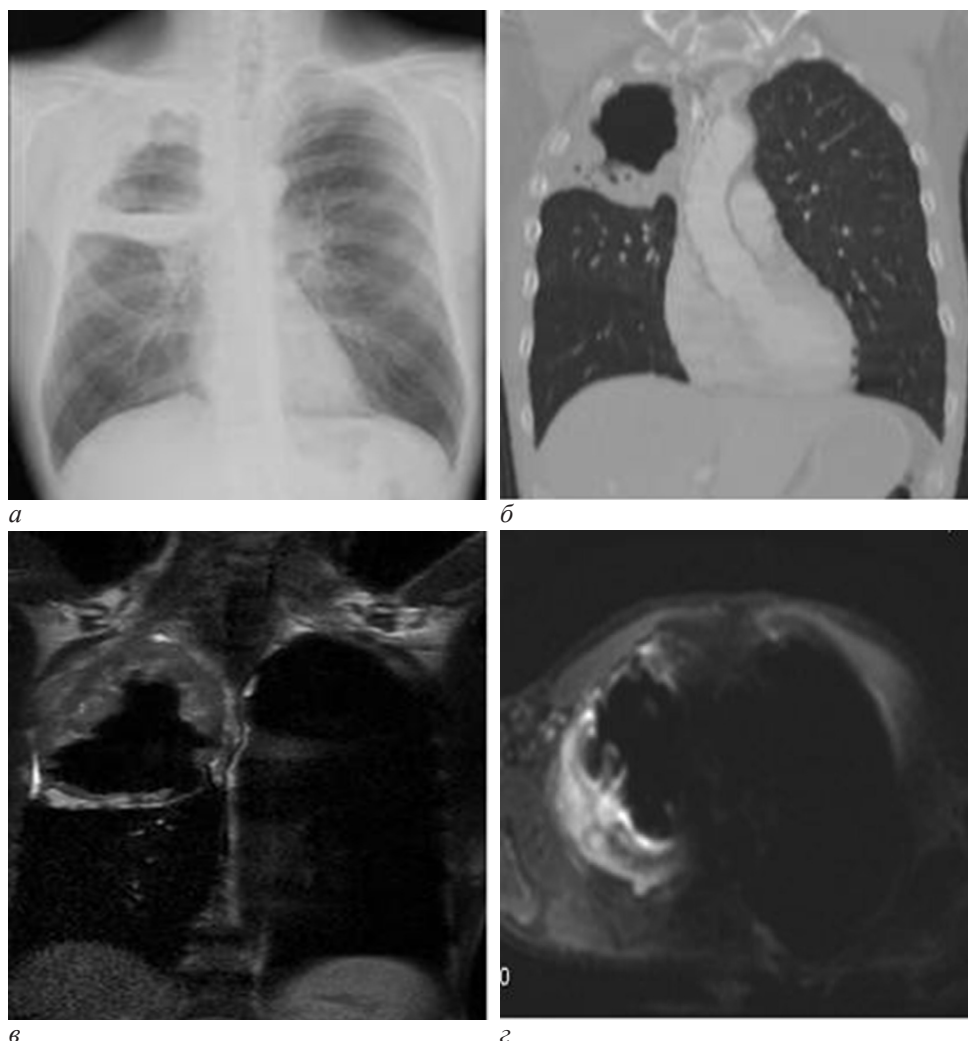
МСКТ и МРТ исследования у пациента П., 57 лет с подозрением на рак Панкоста. На рентгенограмме (а) образование верхней доли правого легкого, При выполнении МСКТ (б) - объемное образование с полостью и с инвазией в мягкотканые структуры и прорастанием верхнедолевого бронха. При выполнении магнитно-резонансной томографии легких с контрастным усилением (в) (введен парамагнитный контрастный препарат Омнискан) и выполнением DWI. Инвазия в межреберные промежутки и частичное повреждение нервов
